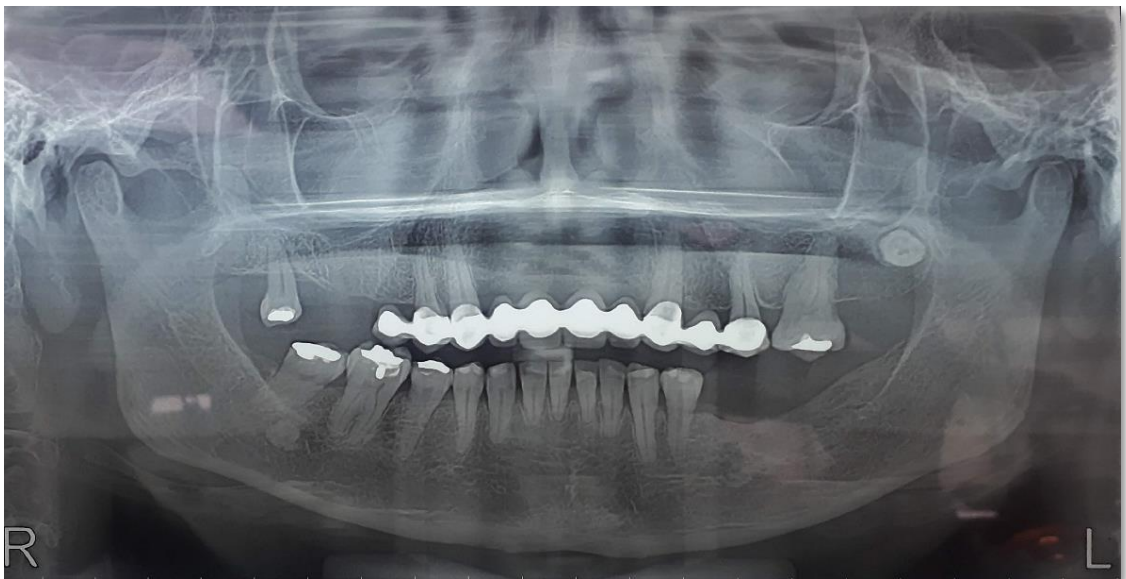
Radiografía Panorámica de Maxilares
